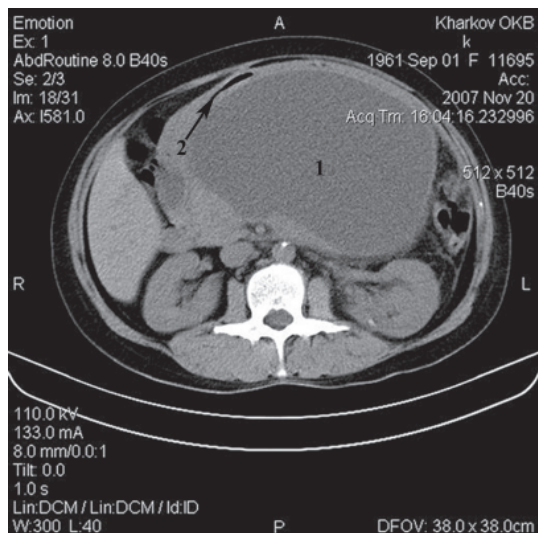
Спиральная компьютерная томография больной К. с хроническим панкреатитом. Псевдокиста поджелудочной железы (1); просвет желудка (2)
